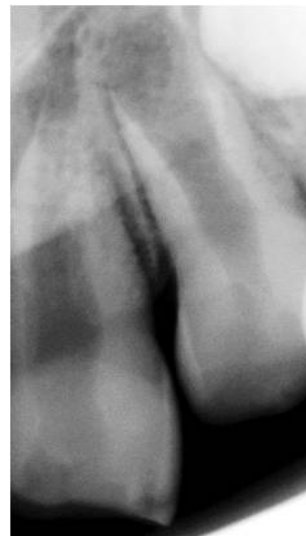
Radiographie préopératoire (stade de NOLLA 8)
